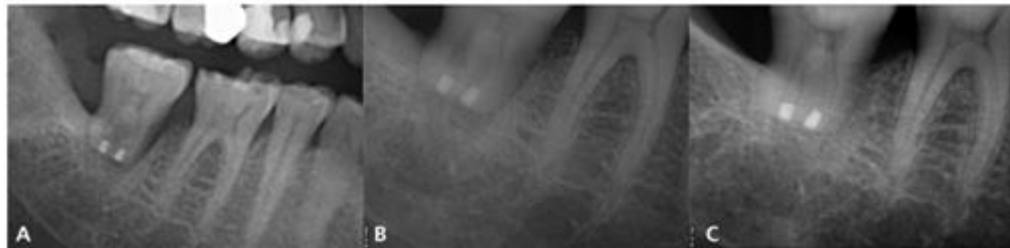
A) Imagen radiográfica postoperatoria inmediata que muestra el tercer molar derecho mandibular trasplantado en la posición del segundo molar derecho mandibular con un espacio entre la superficie mesial de la raíz y la superficie ósea de la cavidad receptora. B) Imagen radiográfica después de 3 semanas, se observa curación periodontal, C) Imagen radiográfica después de 5 años de seguimiento, se observa espacio del ligamento periodontal normal, con ausencia de reabsorción radicular o patología periapical y sin necesidad de un tratamiento endodóntico ortógrada.⁵⁵
